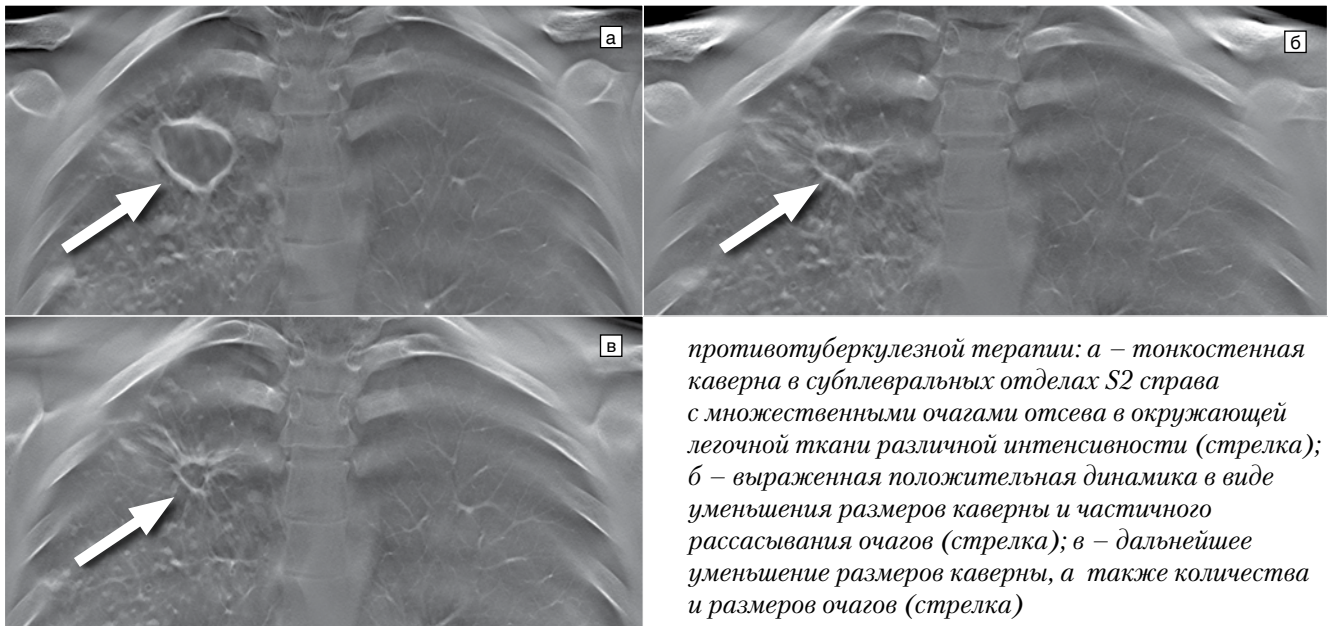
Больной М., 30 лет. Кавернозный туберкулез S2 правого легкого в фазе обсеменения. Фрагмент ЦТ ОГК, прямая проекция (а, б, в). Рентгенологический контроль через 2 мес. (б) и 4 мес. (в) после начала
